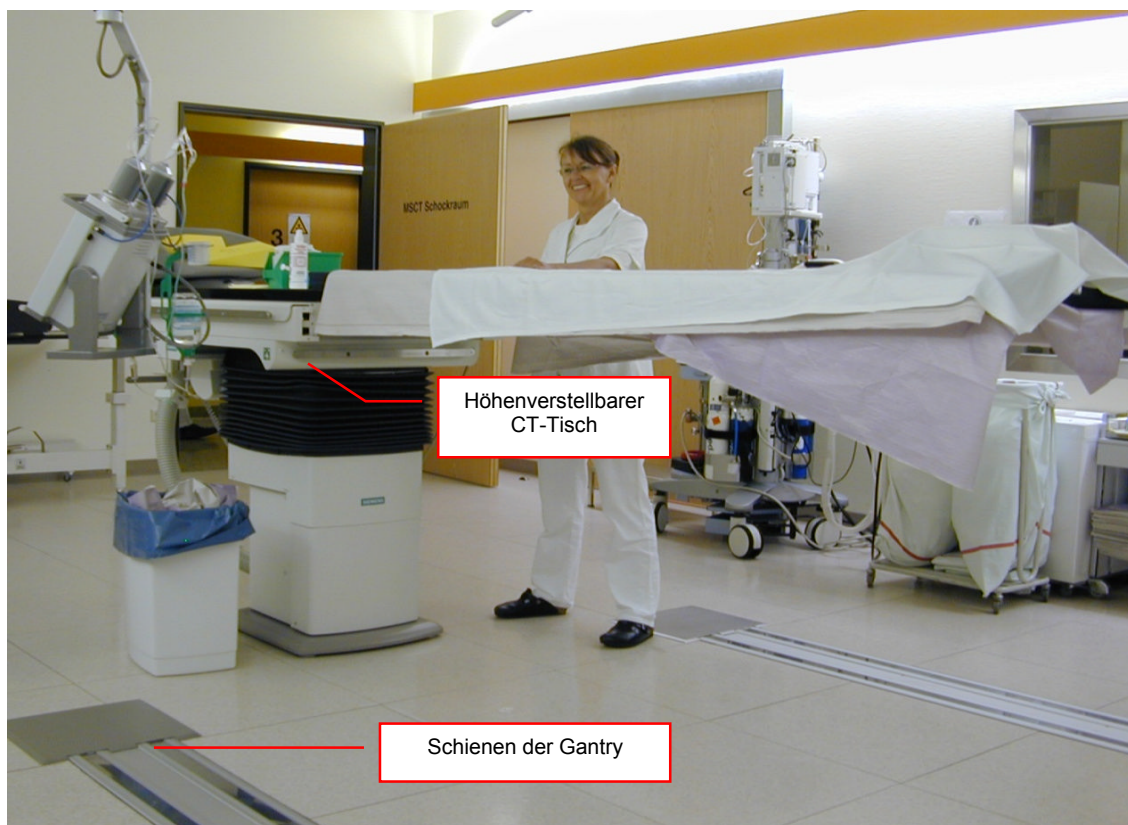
Höhenverstellbarer CT-Tisch (eigene Aufnahme)
